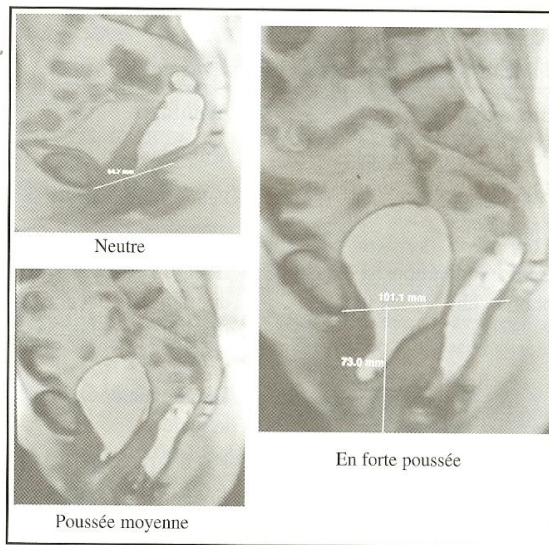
les lignes de référence en IRM
